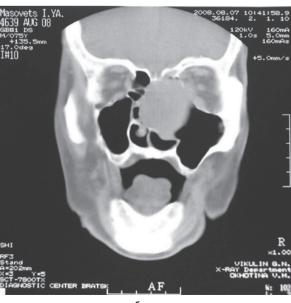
Экзофтальм при раке полости носа: а — вид больного спереди; б — КТ опухоли носа в коронарной проекции
